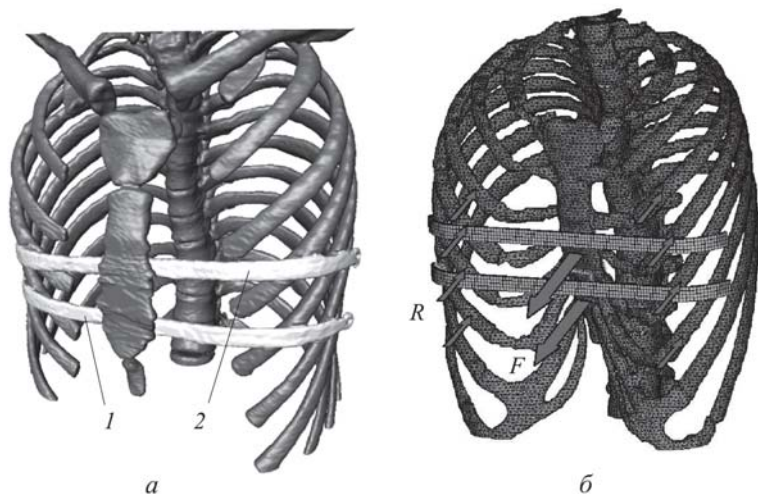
Результат обработки послеоперационной КТ (а) и конечно-элементная модель грудной клетки с приложенными силами (б):
